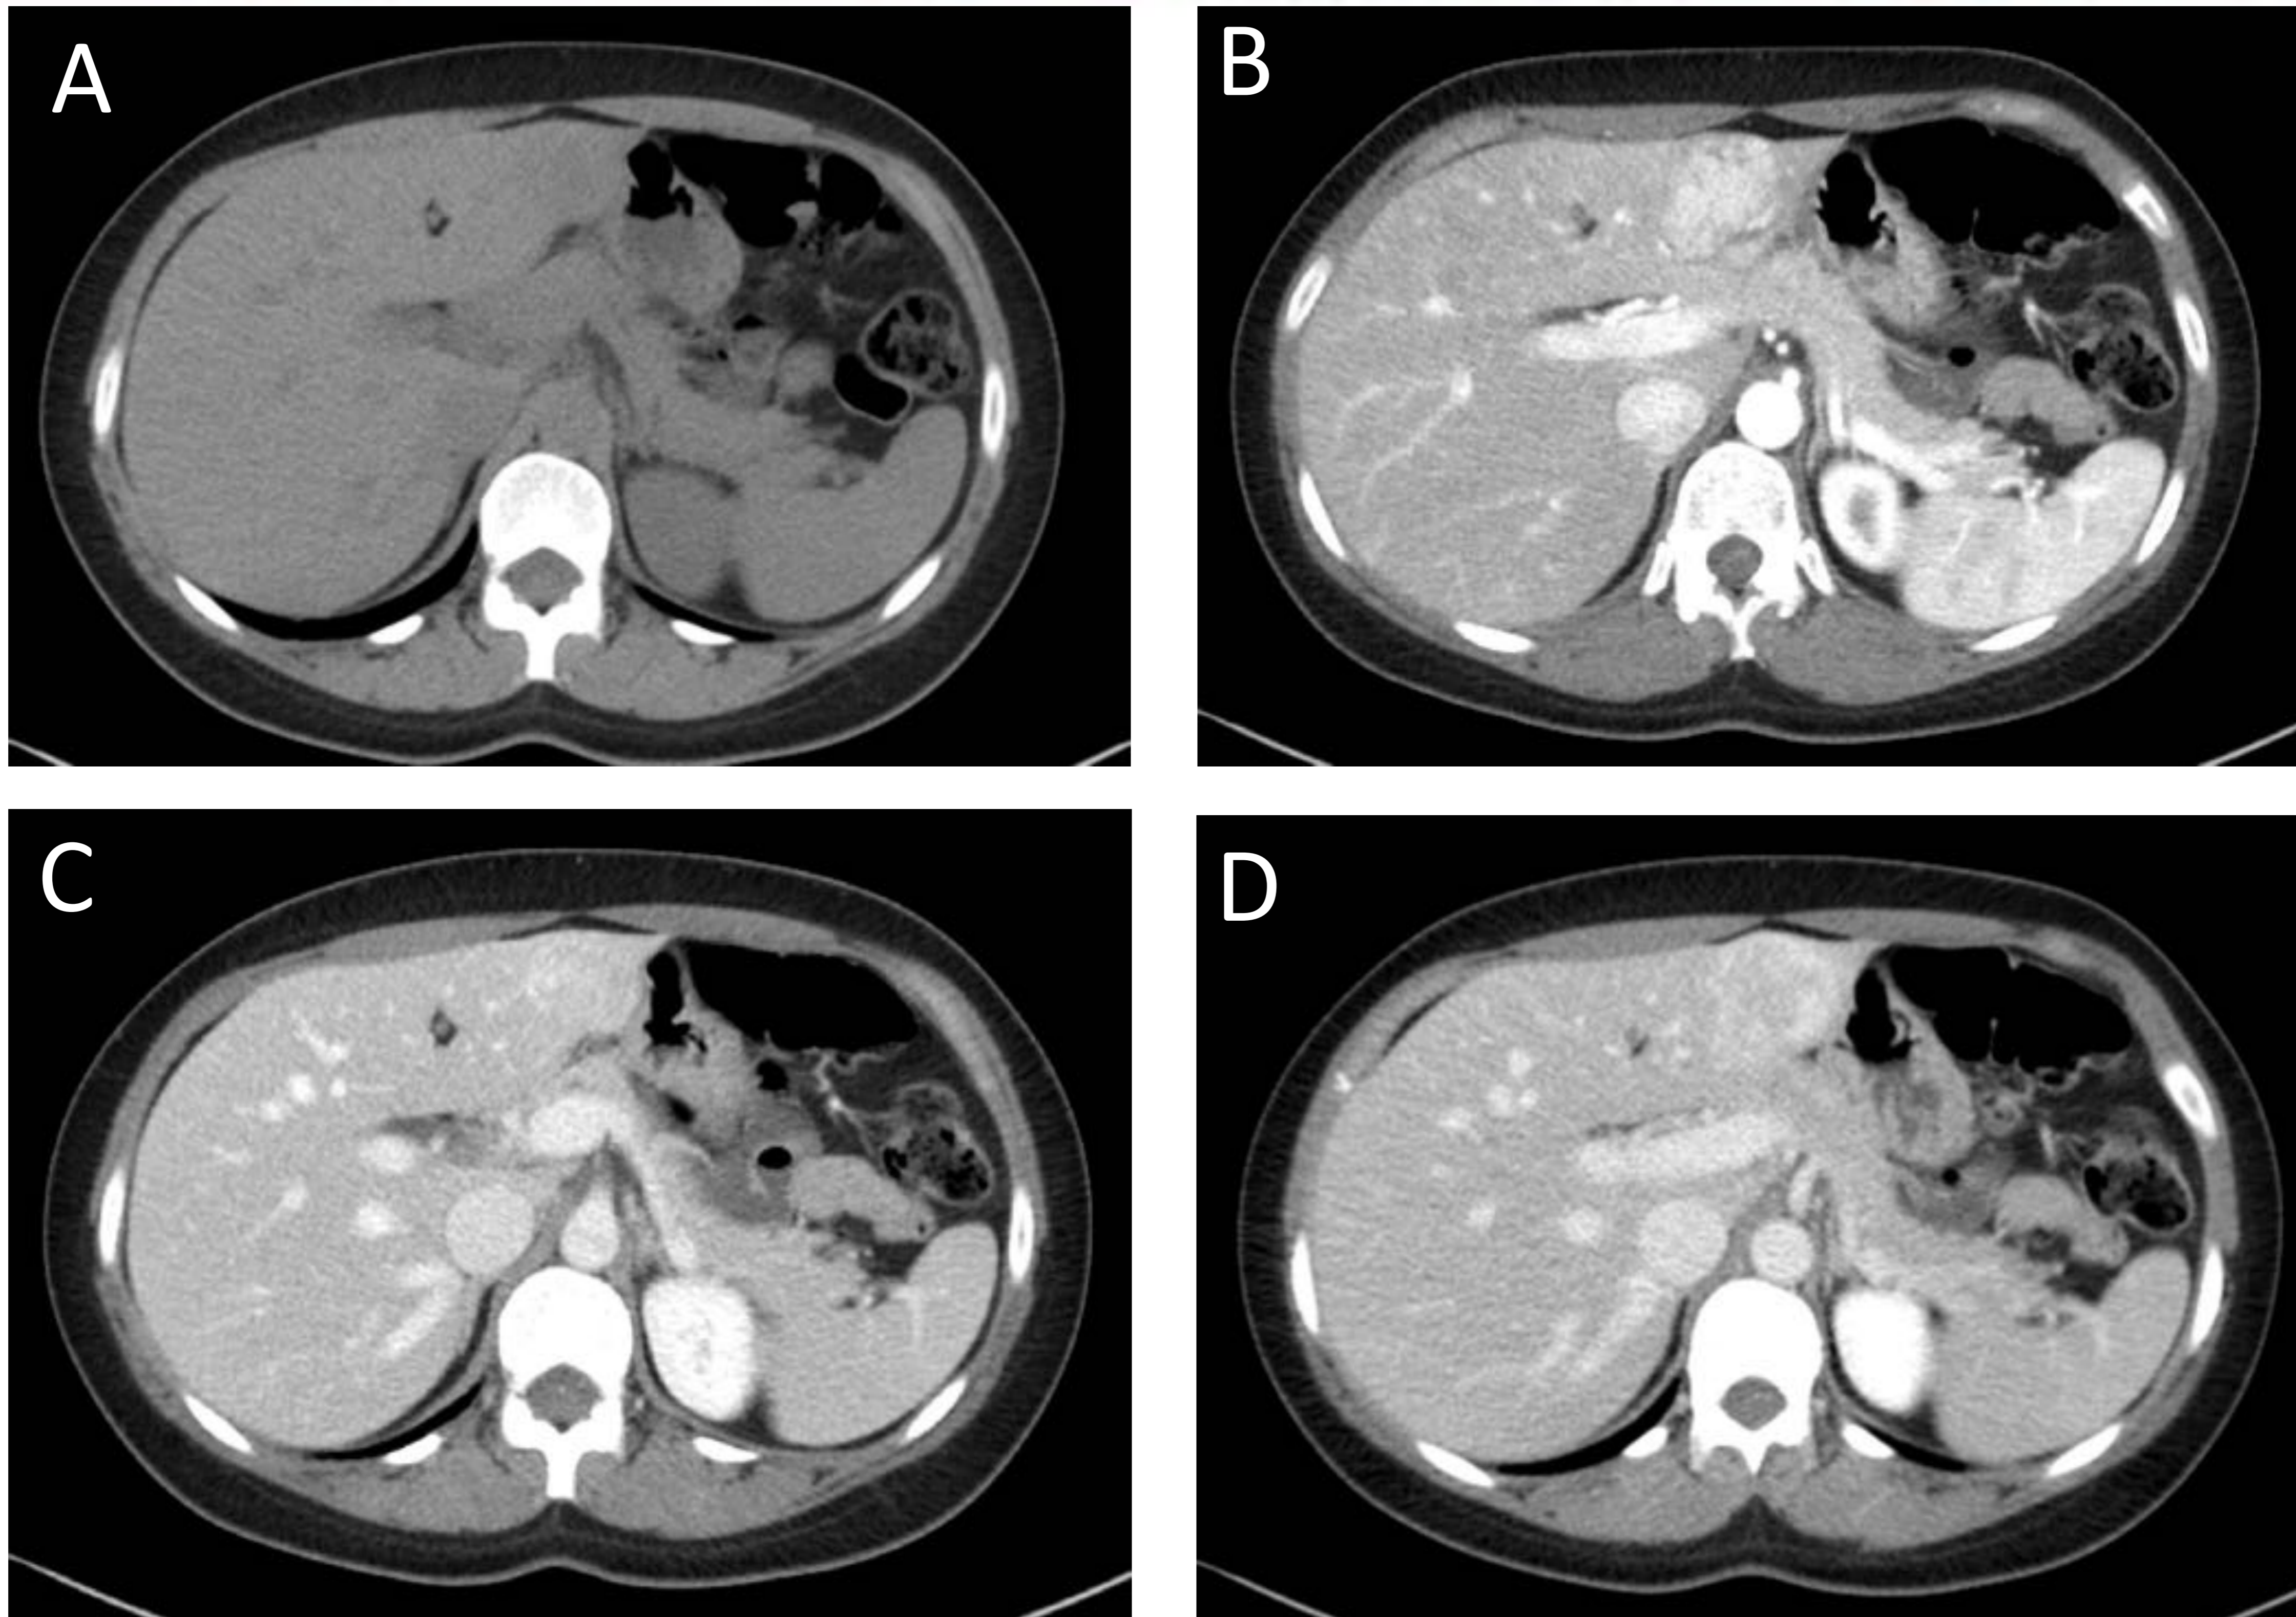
Adenoma en TC: lesión hipodensa en TC sin contraste (imagen A), que realza transitoriamente tras la administración del mismo, con hiperdensidad heterogénea en la fase arterial (imagen B), y lavado posterior con atenuación similar al parénquima hepático circundante en las fases portal (imagen C) y tardía (imagen D). No presenta cicatriz central.
